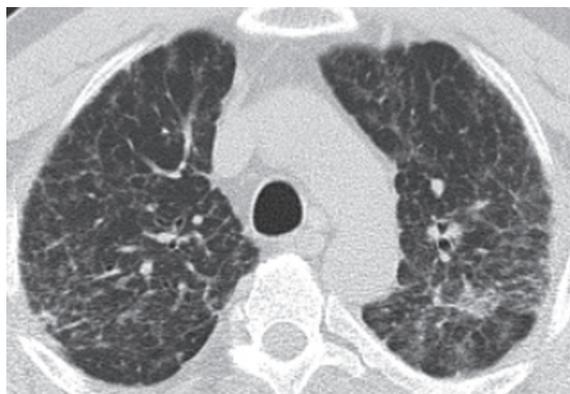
МСКТ больного Т. Распространенный интерстициальный фиброз преимущественно в верхних и средних отделах легких.
